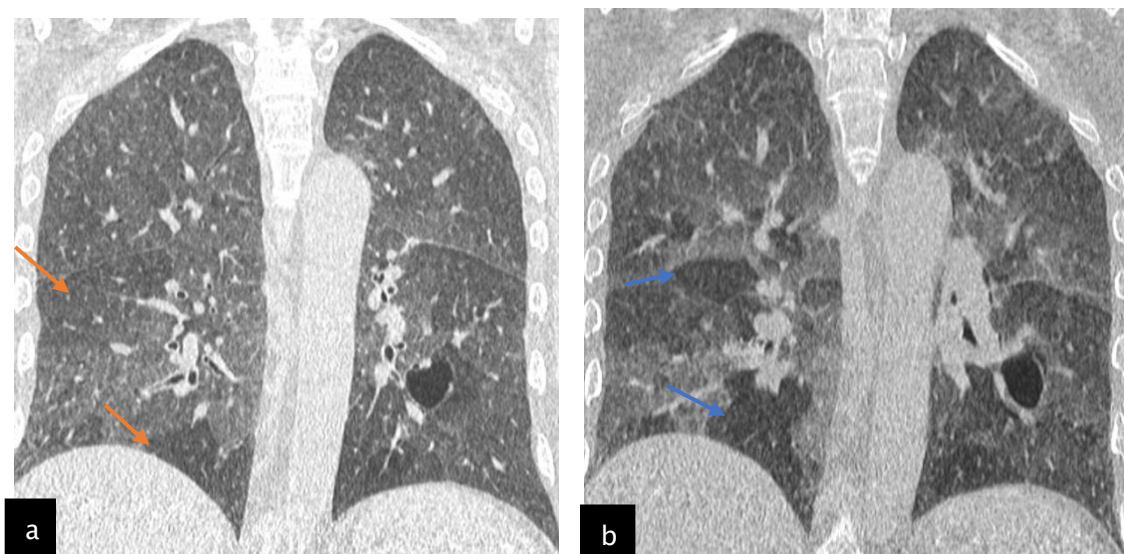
TDM thoracique en coupe coronale. (a) Avant l'expiration, montre un aspect en mosaïque (flèche orange). (b) Après l'expiration forcée, on note un piégeage d'air dans les régions moyennes et inférieures (flèche bleue).
